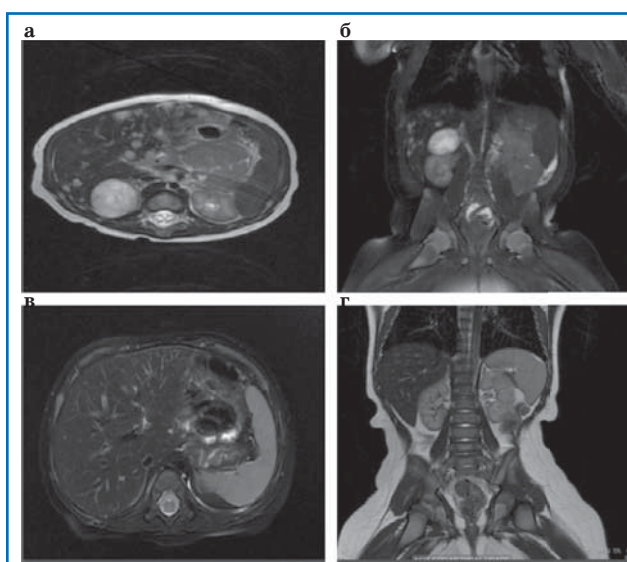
Феномен спонтанной регрессии у ребенка 1 мес с 4S стадией нейробластомы с метастатическим поражением печени (период наблюдения 11 мес): а – инициальная КТ органов брюшной полости (аксиальная проекция); б – инициальная КТ органов брюшной полости (фронтальная проекция); в – контрольная КТ органов брюшной полости через 11 мес (аксиальная проекция); г – контрольная КТ органов брюшной полости (фронтальная проекция) (собственное наблюдение).
